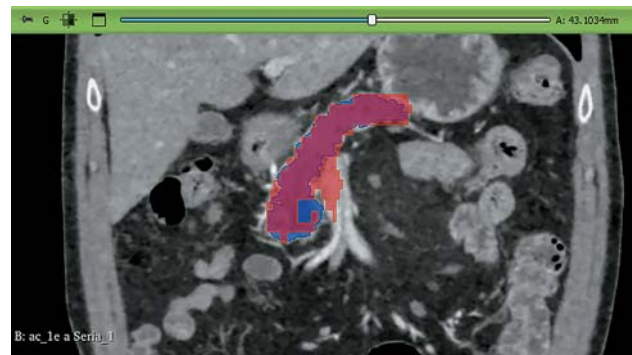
КТ-исследование в артериальную фазу. Слева – аксиальный срез, справа – фронтальный. Определяются сегментационные маски: синяя – разметка врачом, красная – прогнозируемая ИНС, розовым цветом обозначена зона совпадения.
